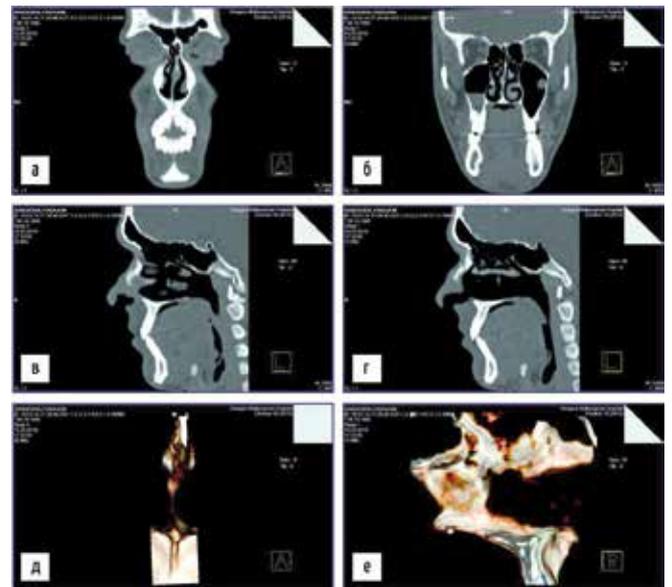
Компьютерная томография носа в 2 проекциях и 3D модель костной части перегородки носа в послеоперационном периоде (через 6 месяцев после операции): а, б – фронтальный срез – носовая перегородка выпрямлена, патологический костный гребень отсутствует, носовые ходы свободны; в, г – сагиттальный срез – костный гребень и шип отсутствуют, носовой ход свободен; д, е – 3D модель костной части перегородки носа, в которой костный шип в комплексе с патологическим костным гребнем и CNOM отсутствуют, и целостность костной части перегородки носа не нарушена
